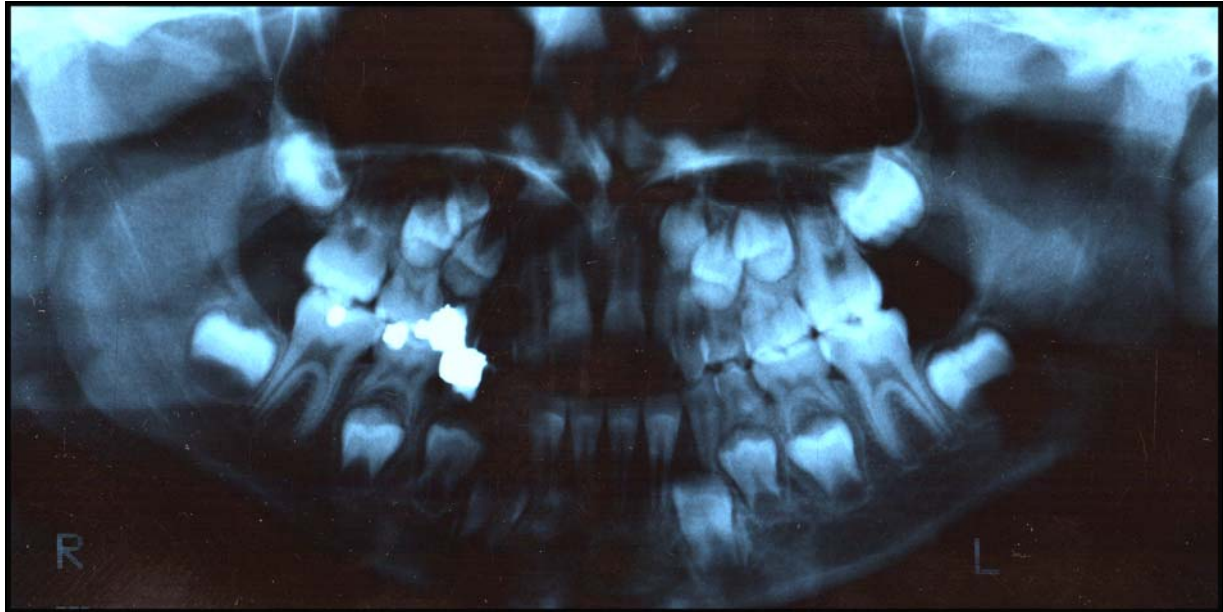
Orthopantomogramme de Mathilde DOL., 8 ans, sœur d'Alexandre, porteuse d'une transposition entre 13 et 14, associée aux agénésies de 18, 22, 28, 38, 48 (cas du Dr AKTAM).
